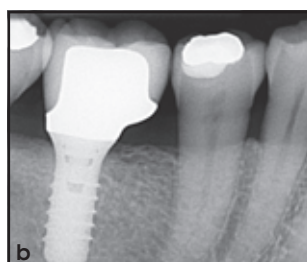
Postoperatives Röntgenbild eines Implantats in Position des unteren rechten ersten Molaren bei einem 52-jährigen Mann. Ursache des Zahnverlusts war eine fortgeschrittene Parodontitis mit Furkationsbeteiligung.
